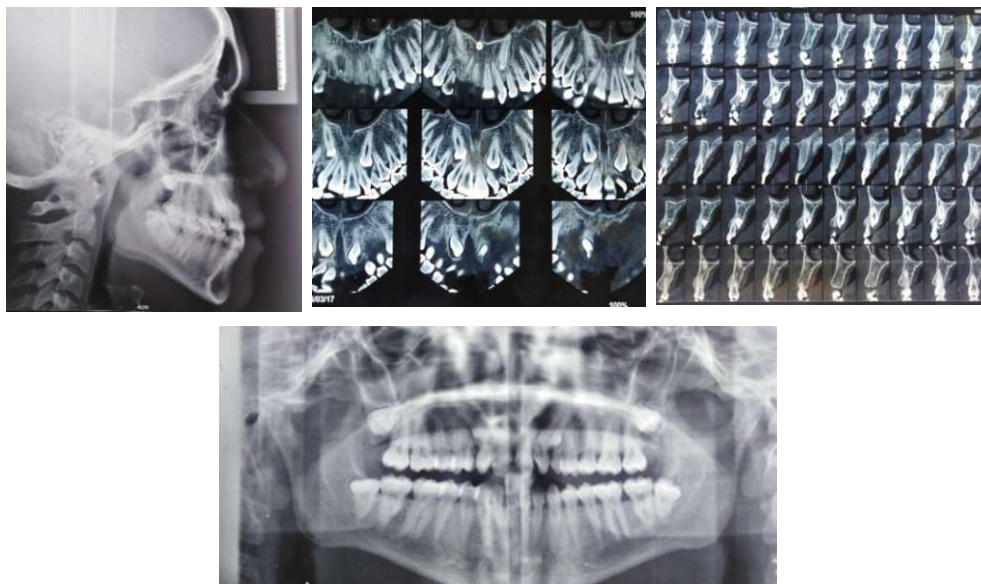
Pre treatment cephalometric radiograph, panoramic radiograph and CBCT
